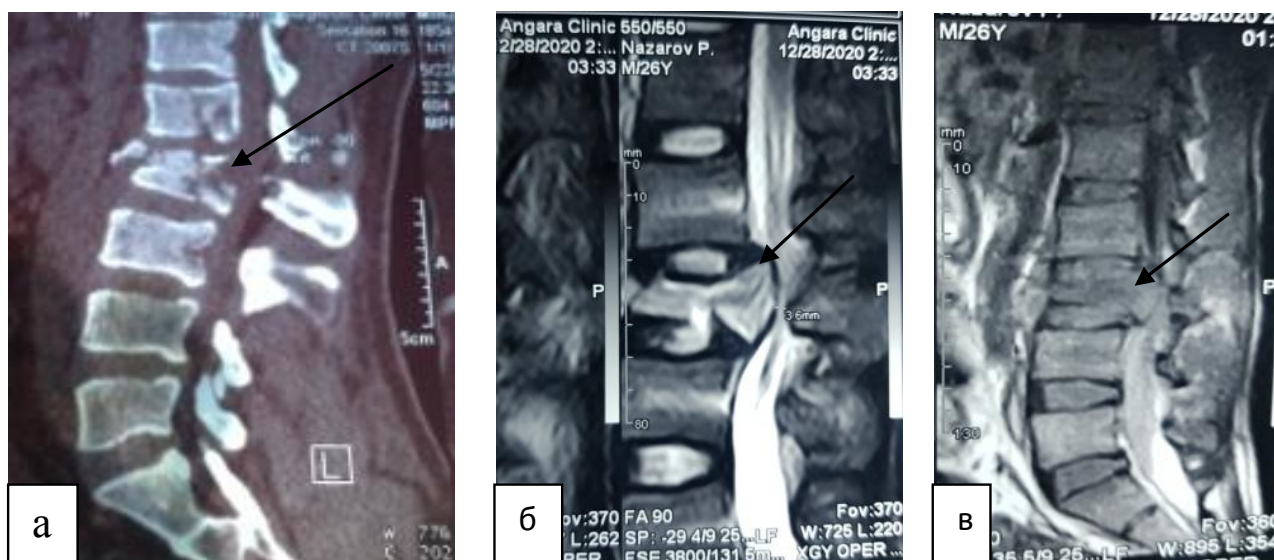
а – КТ в сагиттальной проекции больного с осложненным нестабильным переломом позвонка L2 со смещением костных отломков кзади; б и в – МРТ в сагиттальной проекции, T2: компрессионный перелом тела позвонка L3 с компрессией спинного мозга.
